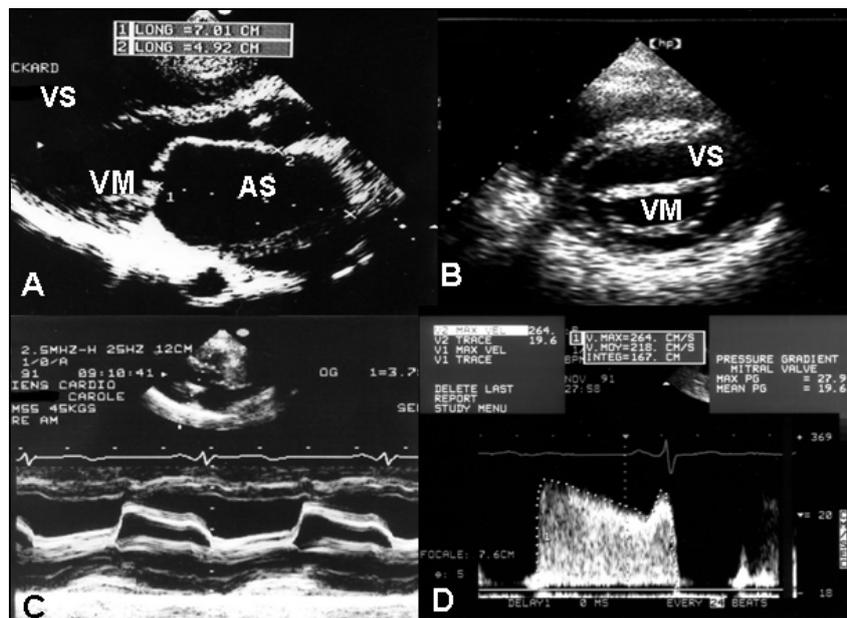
Echocardiographie en sténose mitrale
